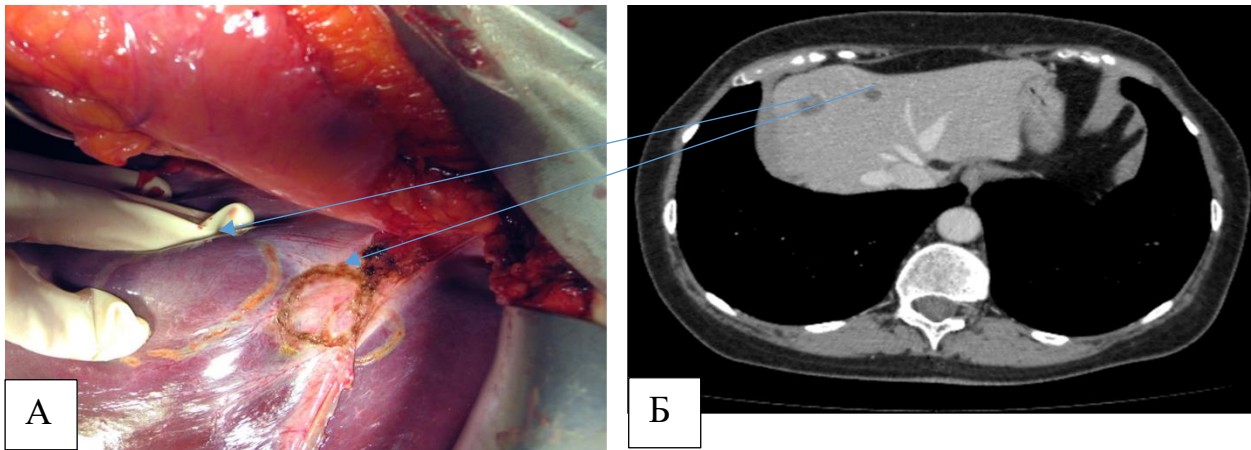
Интраоперационная фотография (А). Пациентка С., 61 год, и/б №2730-13. Метастазы в S8, S4a печени. Интраоперационная ревизия и данные МСКТ (Б)
